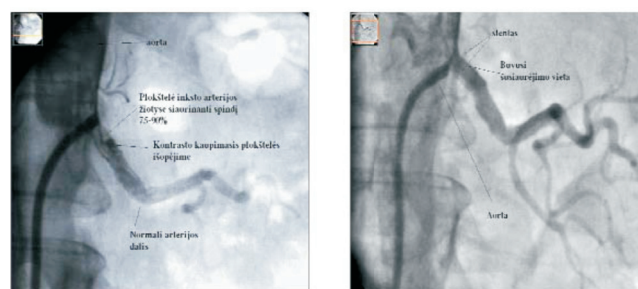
Ангіорентгенографія до і після установки стенту в ниркову артерію (за неопублікованими даними М. Miglinas, Vilnius university, Santariskes hospital; REENA, 2008 [5])
